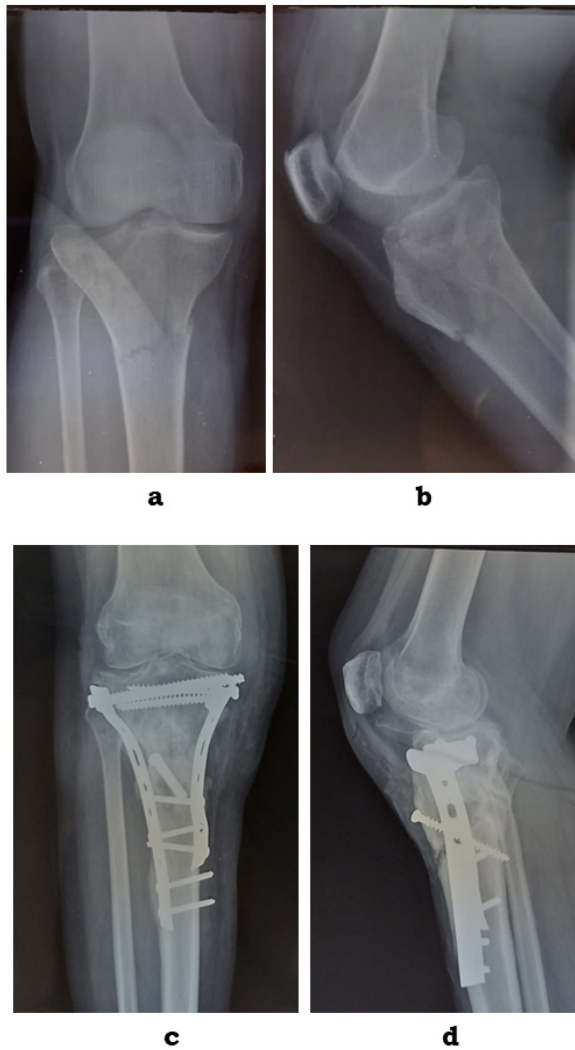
Fracture type VI de Schatzker traité à foyer ouvert par double plaque (medio-latérale)/ Schatzker type VI fracture treated with a double plate (medio-lateral). a : fracture type VI de Schatzker vue de face/ Schatzker type VI fracture, front view ; b : fracture type VI de Schatzker vue de profil/ Schatzker type VI fracture in lateral view ; c : radiographie postopératoire vue de face avec présence d'une double plaque vissée/ postoperative radiograph, front view, with double screwed plate ; d : radiographie postopératoire vue de profil avec présence d'une double plaque vissée/ postoperative radiograph side view with double screwed plate.
